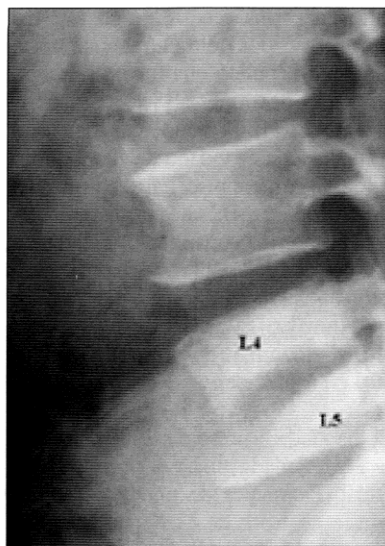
Visión aumentada de la radiografía a.
